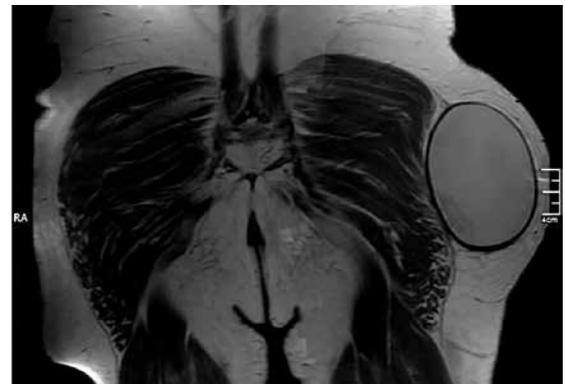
RMN T2 coronal, colección entre tejido grasa subcutáneo la fascia aponeurótica glútea. La cápsula se encuentra gruesa y de baja señal.
